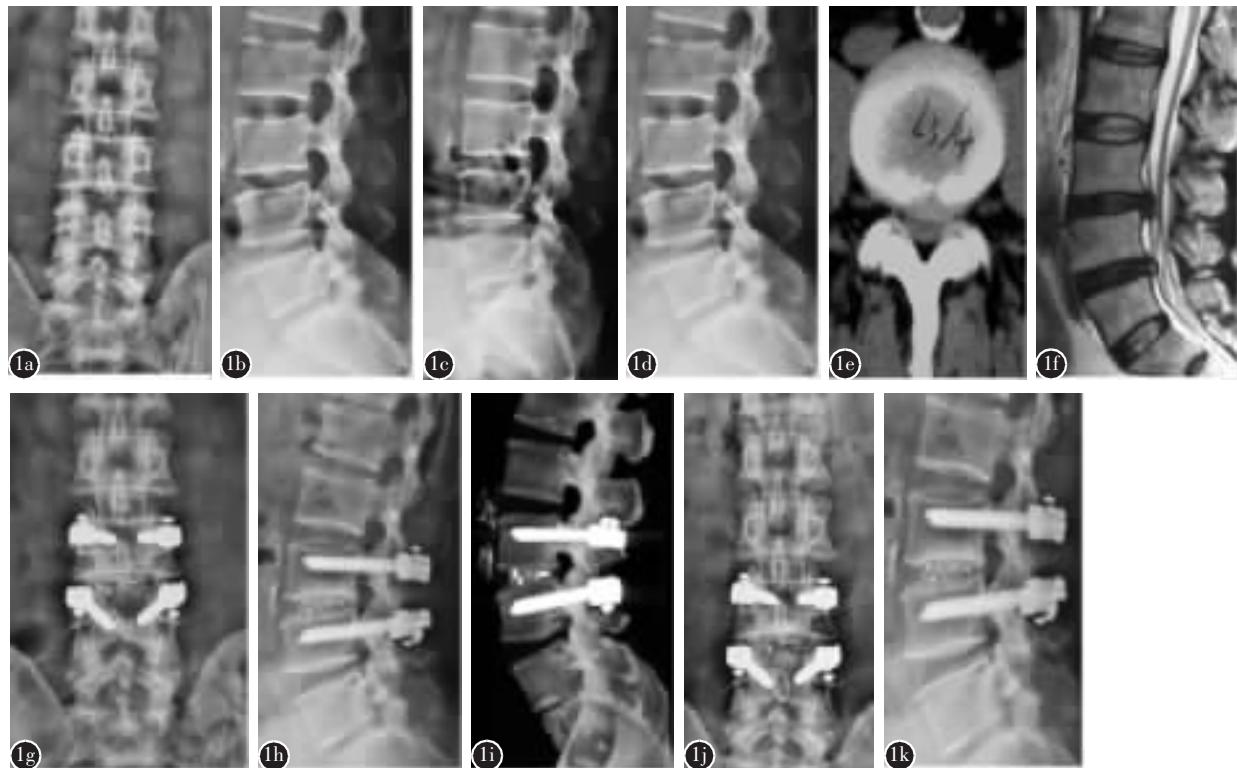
患者男,43岁,L3/4椎间盘突出症,经腰椎后路椎板减压、间盘切除、植骨融合内固定术,术后随访42个月 a、b 术前腰椎正侧位片示腰椎生理曲度存在,腰3/4椎间隙变窄 c、d 术前腰椎过屈过伸位片示L3/4节段活动度14°,表明L3/4节段不稳 e 术前腰椎CT示L3/4椎间盘中央偏左突出 f 腰椎MRI示L3/4椎间盘突出,向下脱出至椎管内,致椎管狭窄 g、h 术后1周拍腰椎正侧位片示内固定位置良好 i 腰椎CT示L3/4椎间融合良好 j、k 末次随访腰椎正侧位片示L3/4椎间骨性融合良好,内固定牢靠。
